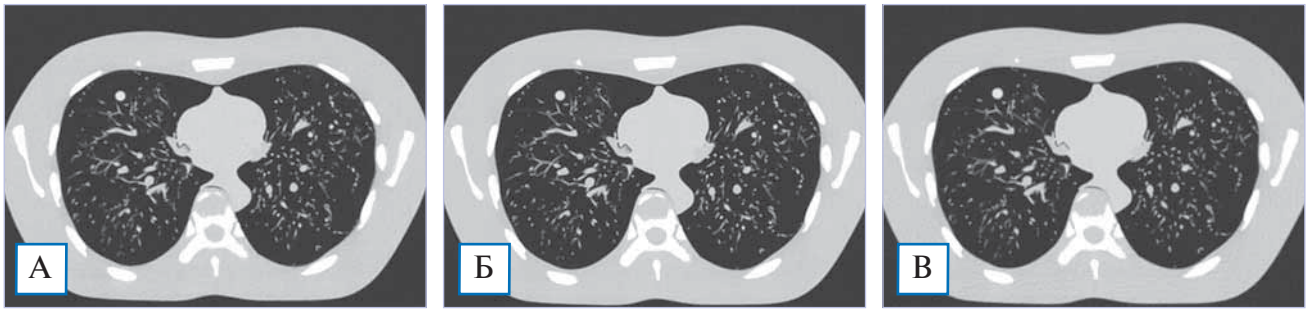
Компьютерно-томографические изображения антропоморфного фантома в легочном окне: А — модельная итеративная реконструкция при низкой дозе облучения; Б — стандартная компьютерная томография с модельной итеративной реконструкцией; В — стандартная компьютерная томография с гибридной итеративной реконструкцией.
